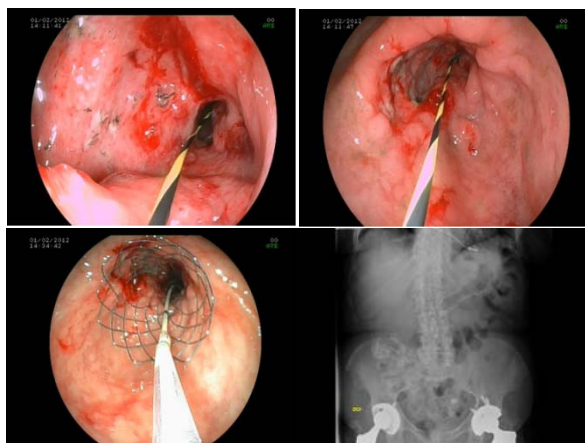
Paciente con estómago de retención secundario a tumor gástrico que incluía el píloro. Colocación de endoprótesis duodenal, radiografía simple de abdomen con prótesis expandida, bien colocada y se descarta complicación.
